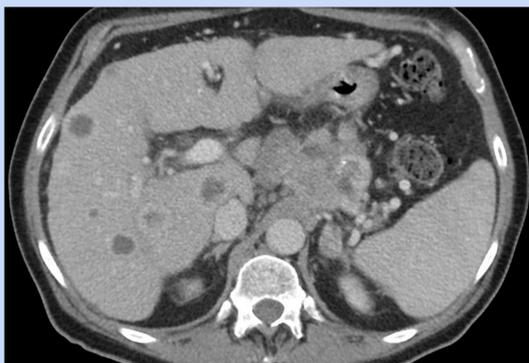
Izq*: TAC abdominal mostrando tumor pancreático y múltiples lesiones hepáticas metastásicas. *Centro*: TAC axial y sagital mostrando M1 vertebral de L1. *Der*: Metástasis pulmonares periféricas en TAC tórax.
